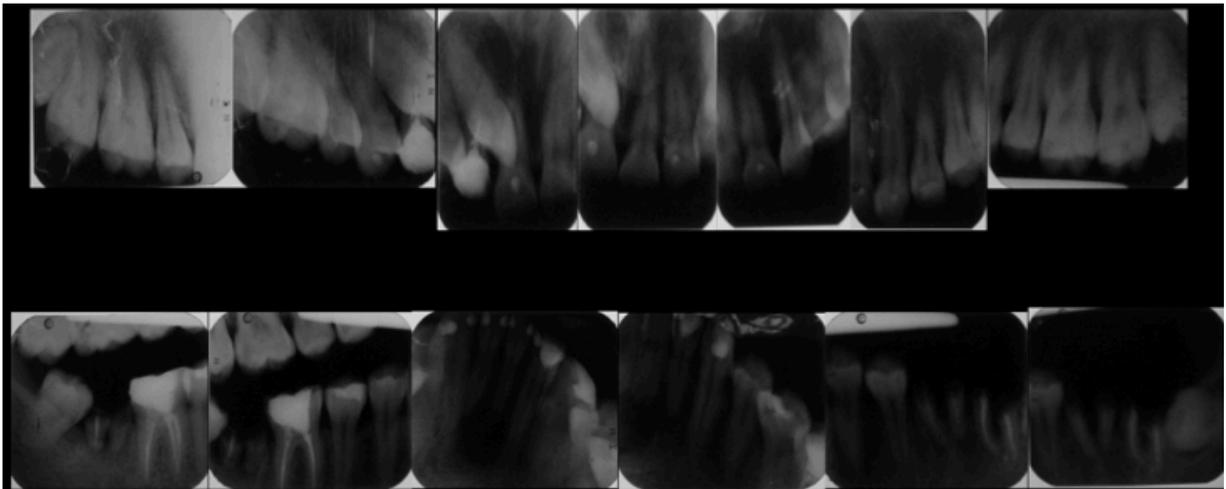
Radiografías dentoalveolares (león en órgano 4.1).
